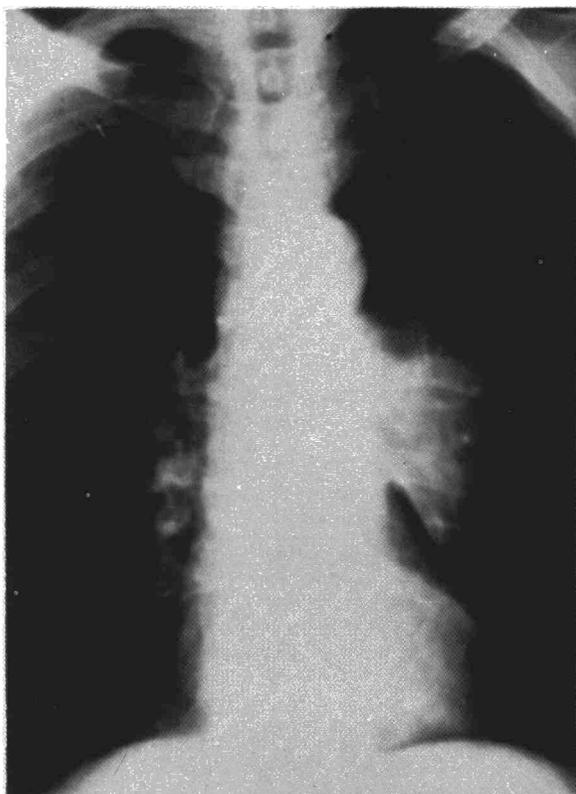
Radiografía posteroanterior: neumotórax total izquierdo.
